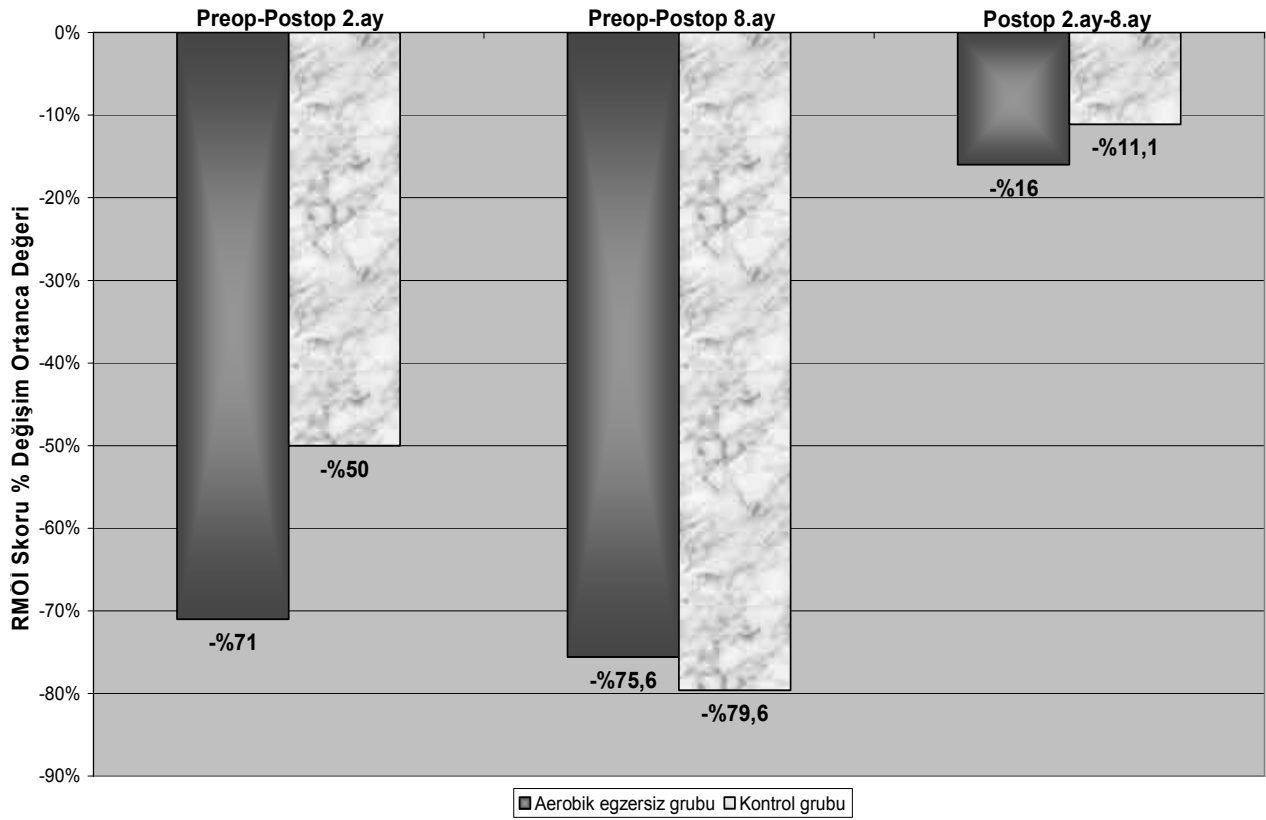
Grupların takiplerdeki Roland-Morris Özürlülük İndeksi (RMÖİ) ortanca skorları
